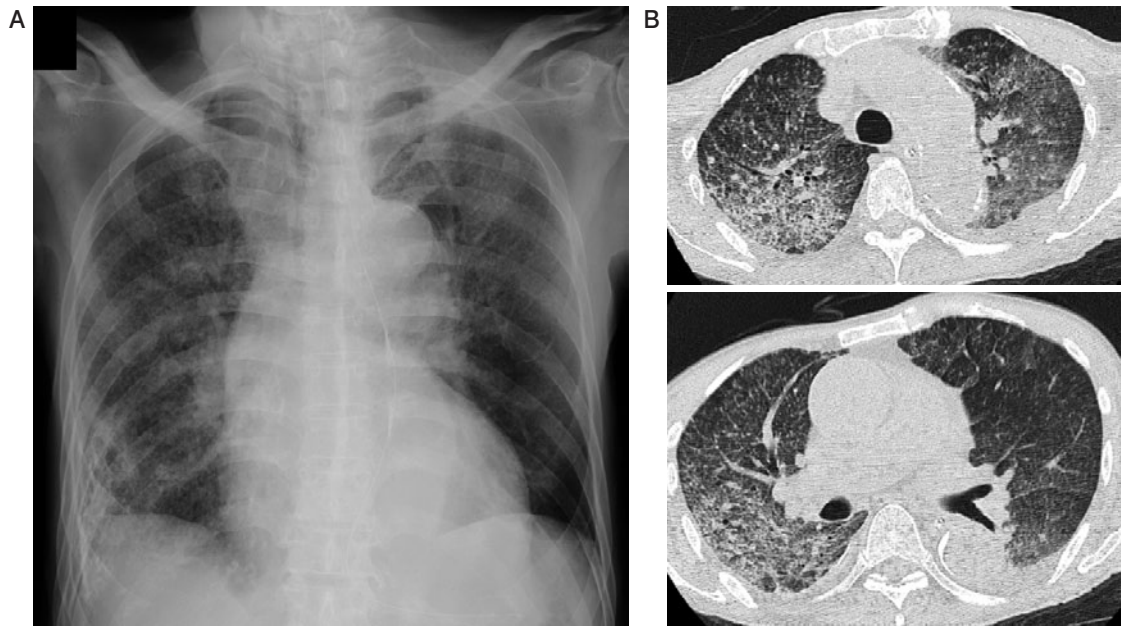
症例6. (A) 転院直後のポータブル X 線 AP 像. 心拡大と肺動脈の本幹の拡張, 右側に石灰化を伴う胸膜癒着, 両上中肺野に GGO がみられる. 粟粒影は存在するが, 不鮮明である. (B) thin slice CT. 典型的な粟粒影のほか, 背側優位に重力効果を思わせる GGO がみられ, 右には石灰化を伴う胸膜肥厚, 左に胸水貯留がみられる. 気管支に伴走する血管の拡張もみられ, 心不全が強く疑われる.
